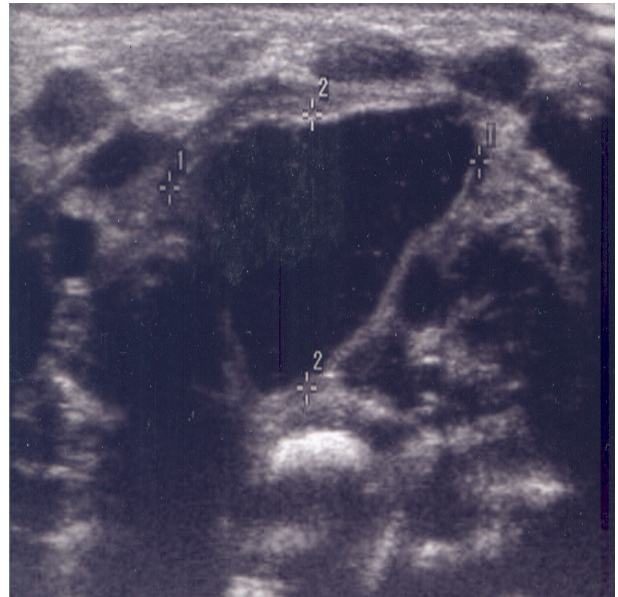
Postnatal ultrasonography at the age of 1day shows a 24×13 mm sized cervical cystic mass.
